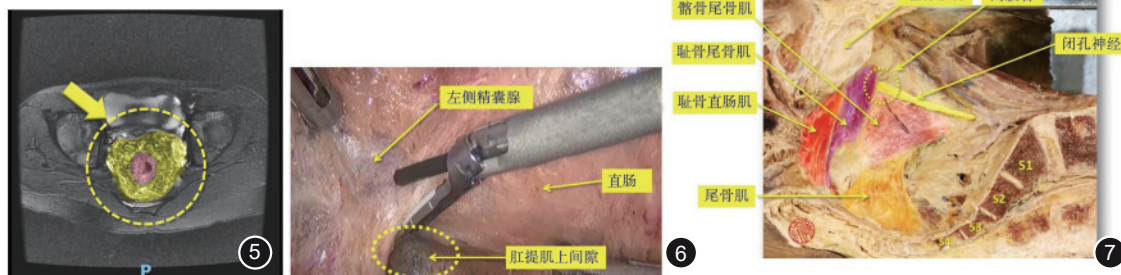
直肠系膜的脂肪组织的 MRI 影像图 OAx(轴位)T2fs(压脂)序列(来自孙锋团队) 图 6 肛提肌上间隙(来自孙锋团队) 图 7 男性右侧骨盆盆壁解剖(来自孙锋团队)
